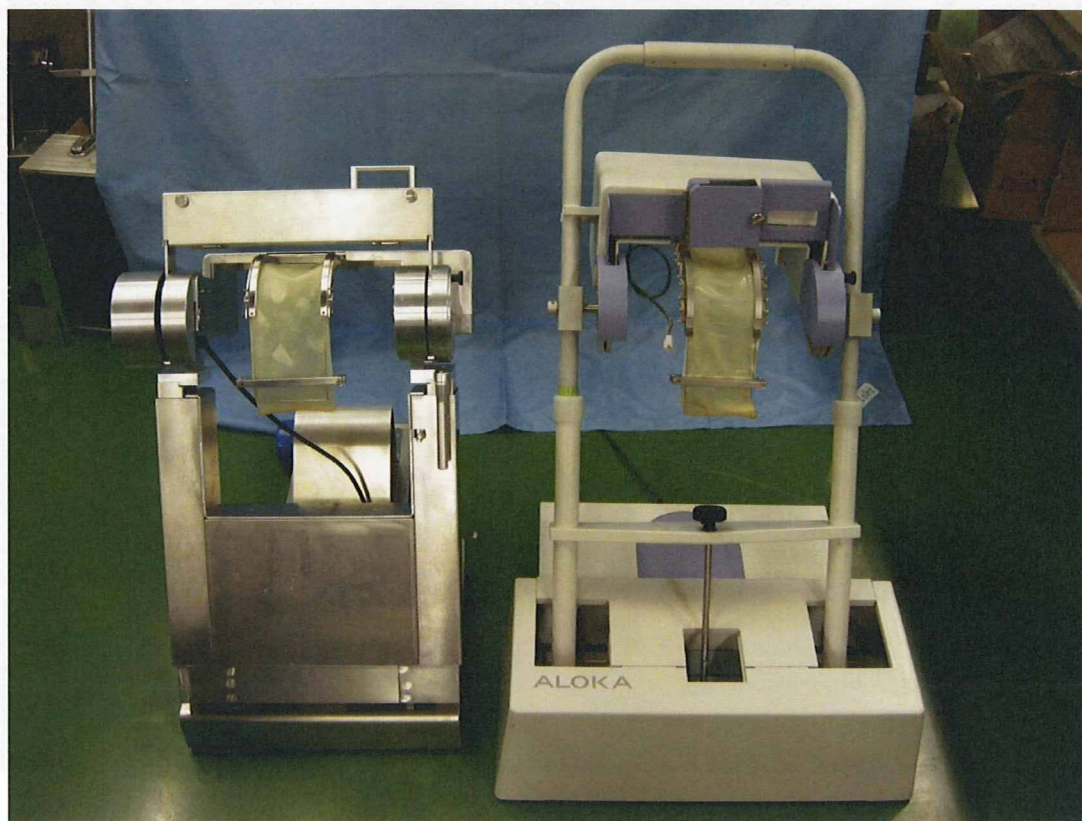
新旧の超音波プローブスキャナー(左:今年度, 右:昨年度)
